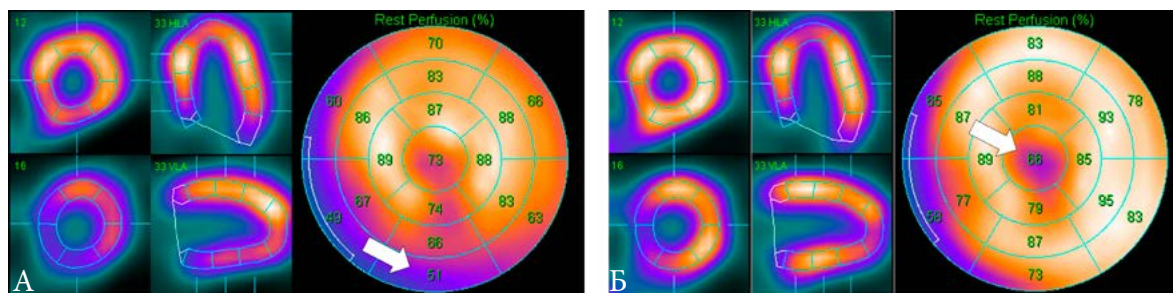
Наиболее распространенная картина артефактов перфузионной ОЭКТ миокарда. А. пАС – снижение сигнала от нижней стенки ЛЖ (стрелка). Б. АС – восстановление интенсивности сигнала от нижней стенки ЛЖ, на фоне чего более явно визуализируется очаговый апикальный “дефект” (апикальное утончение, стрелка)
